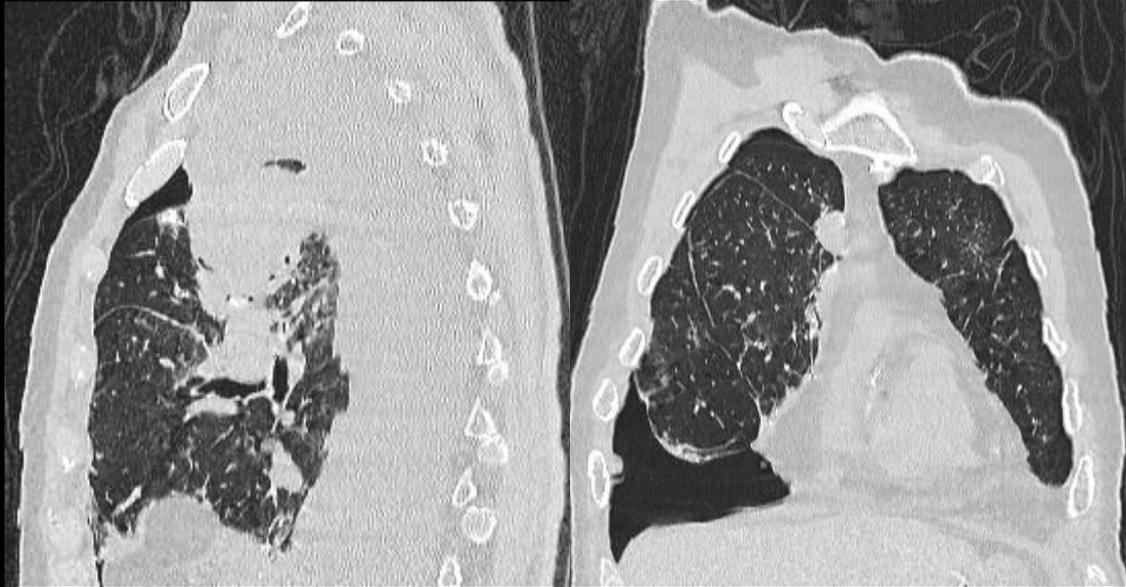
TC reconstrucción sagital y coronal. Paciente con antecedente de Tu pulmonar a nivel del ápice derecho, con múltiples lesiones nodulares.
